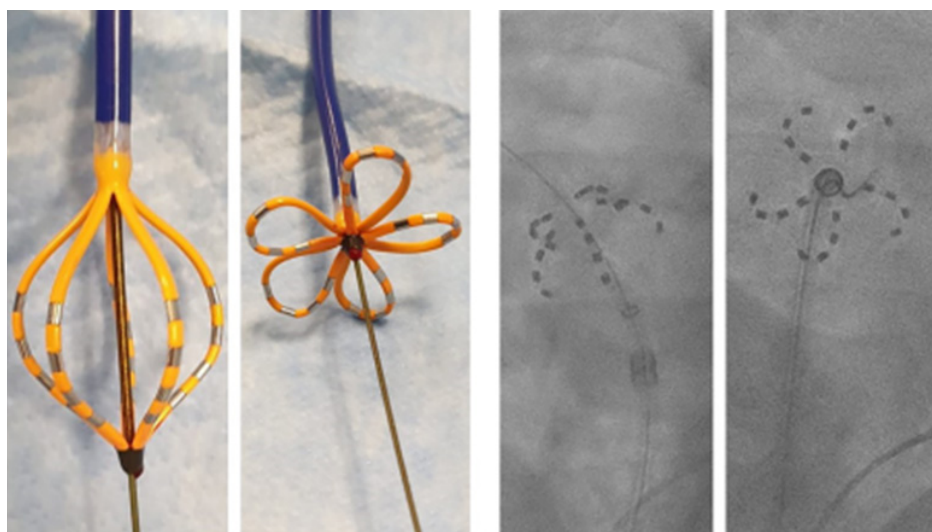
Абляційний катетер FARAWAVE™ в положенні «кошик» і «квітка». Ті ж самі положення на рентгенограмі
